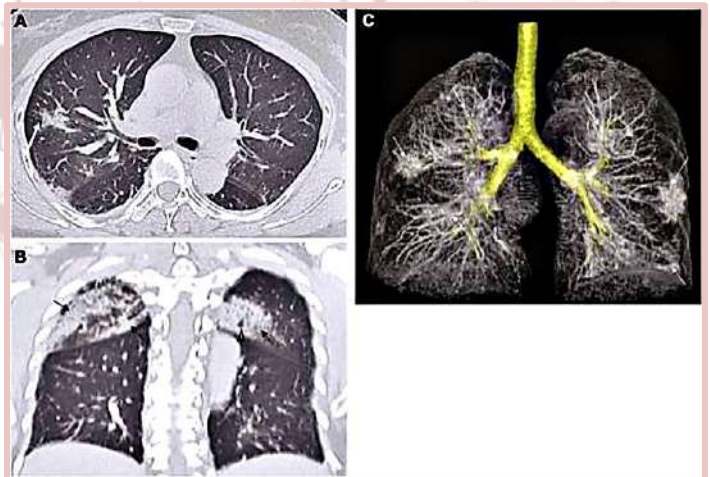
Tomografía axial computarizada (TC) muestra opacidades de vidrio esmerilado.
